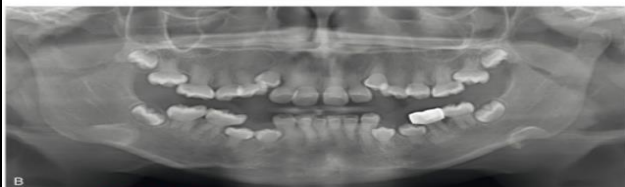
Dentinogenesis imperfecta is characterized clinically by variable yellow-brown to blue-gray coloration of the dentition (A). Radiographically the teeth often display pulp obliteration, cervical constriction at the cemento-enamel junction, and diminished root formation (B). Ectopic eruption due to the marked cervical coronal constriction also can be a feature of dentinogenesis imperfecta as seen in this panoramic radiograph (B).
